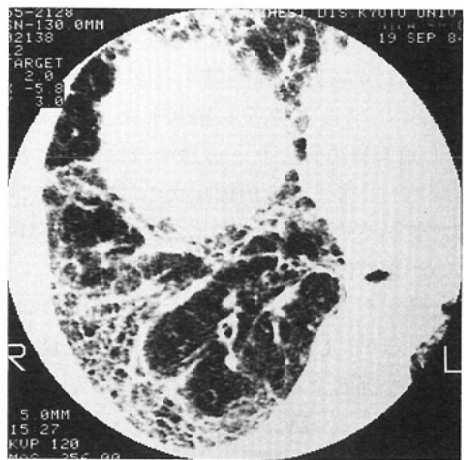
CT of IIP. Honeycombing is predominant in the outer layer of the lung and is outlined sharply from other lung fields. The nodular lesions with air bronchogram are also recognized.
